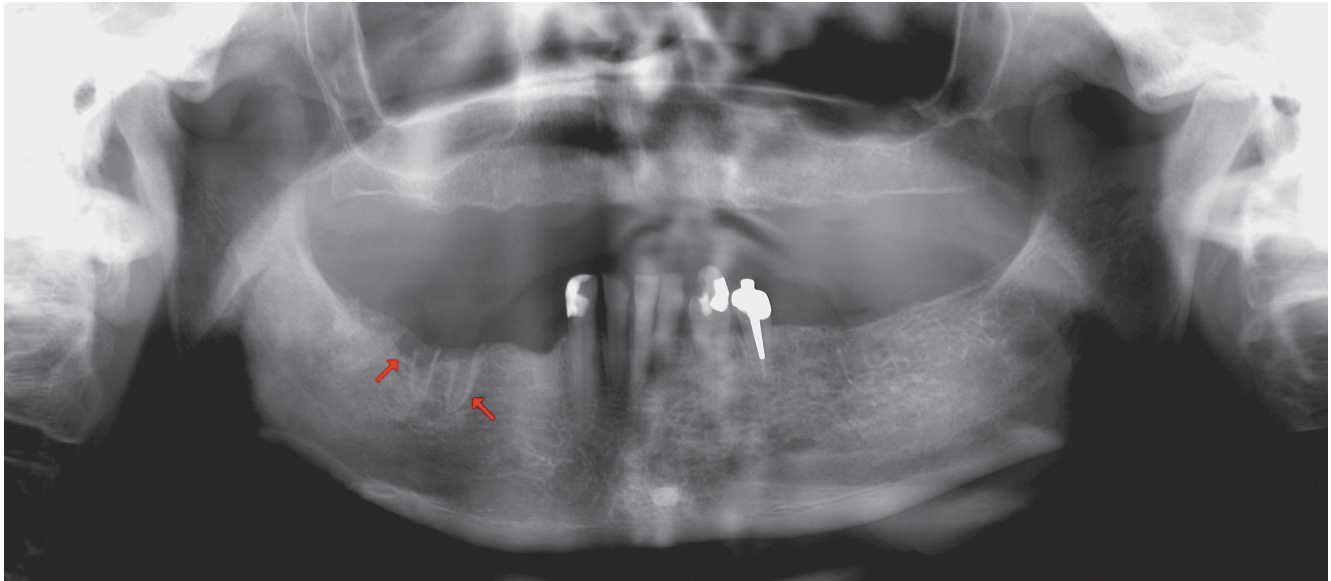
Charakteristische Merkmale in der Panoramaschichtaufnahme bei einer Patientin mit 4-jähriger Einnahme von Aredia®: verdickte und röntgendichte Lamina dura, persistierende Extraktionsalveolen (Regio 46, rote Pfeile), verbreiterter Parodontalspalt und diffuse Sklerosierungen
